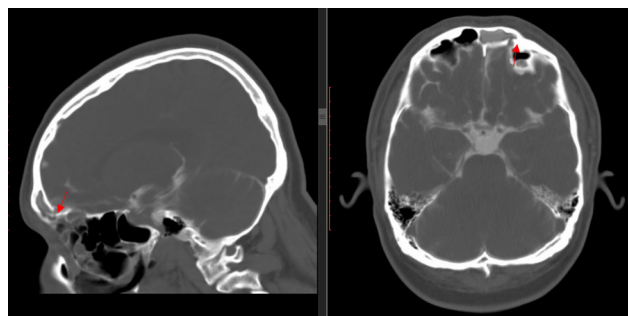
КТ-цистернография: на приведенных изображениях в сагиттальной и аксиальных плоскостях в режиме «костного окна» выявляется дефект внутренней пластины лобной пазухи слева и контрастирование ликворной дорожки, последняя заполняет лобную пазуху слева и по решеткам проистекает в носовую полость
